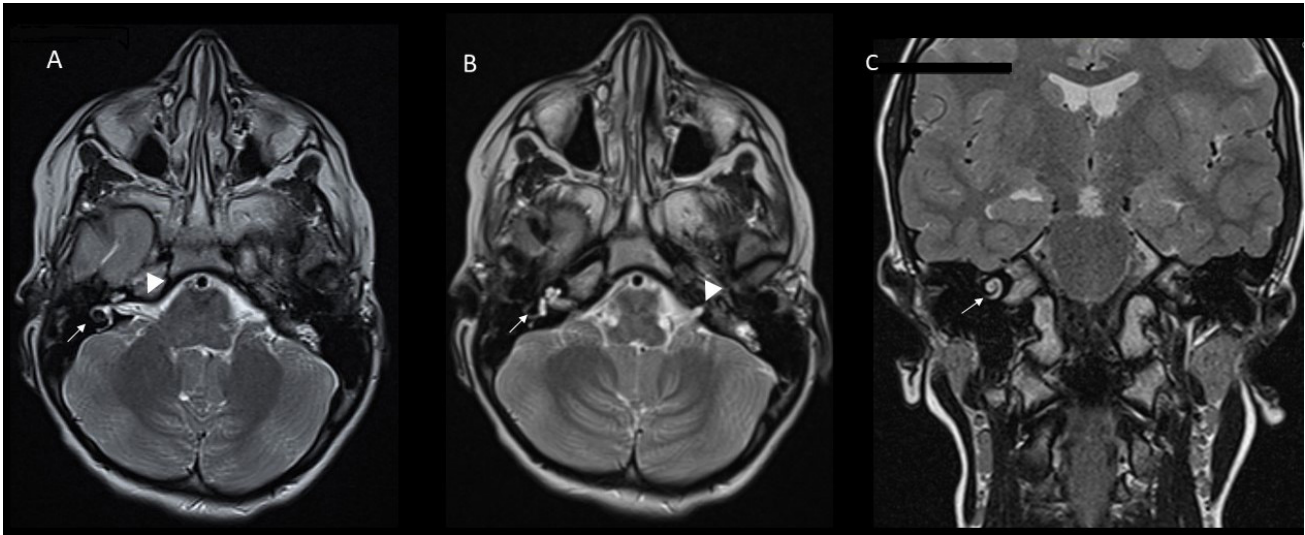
IRM de cráneo, secuencia de eco gradiente potenciada en T2. Cortes axiales (A, B), coronal (C). Se visualizan las estructuras cocleares de-rechas (flecha), ausencia de las izquierdas. Asimetría entre ambos conductos auditivos internos (CAI) (señalados con cabeza de flecha); el izquierdo de apenas 2 mm de diámetro con un trayecto muy breve (B), lo que sugiere una aplasia del VIII nervio craneal.
